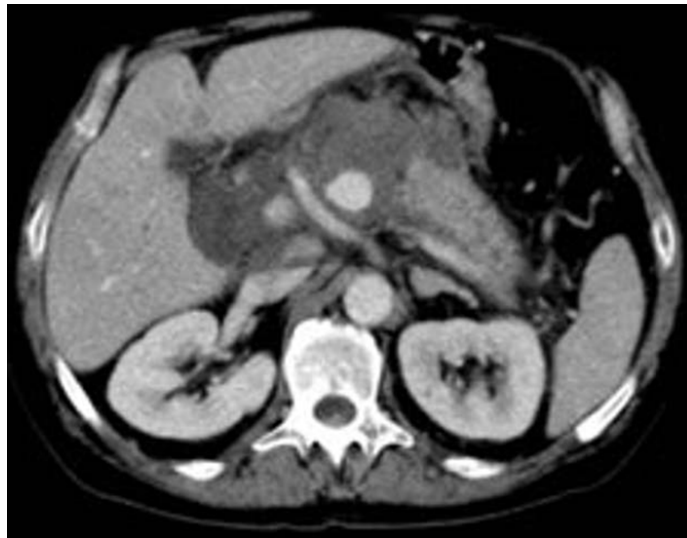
TDM abdominale avec injection du produit de contraste : coupe axiale passant par le pancréas montrant une coulée de nécrose péri-pancréatique qui renferme une bulle d'air en faveur d'une surinfection
